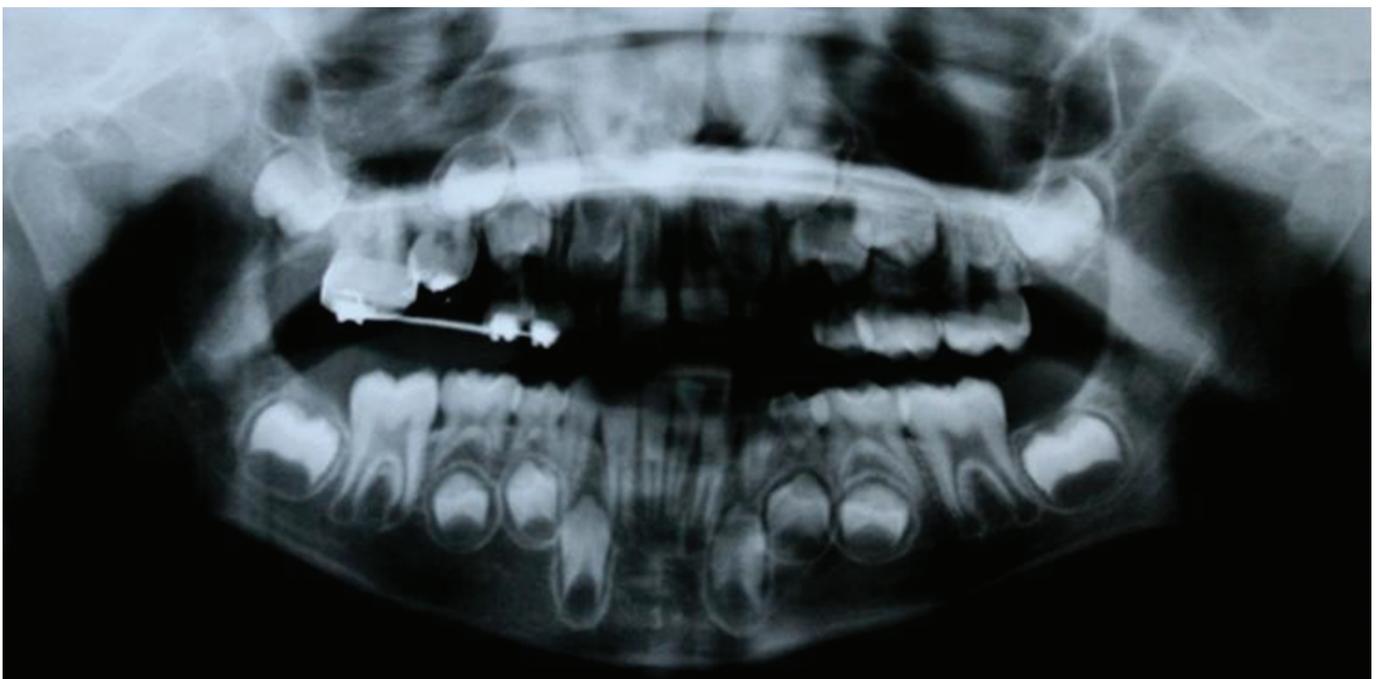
Radiografia panorâmica ilustrando tentativa de tracionamento do dente 55.
